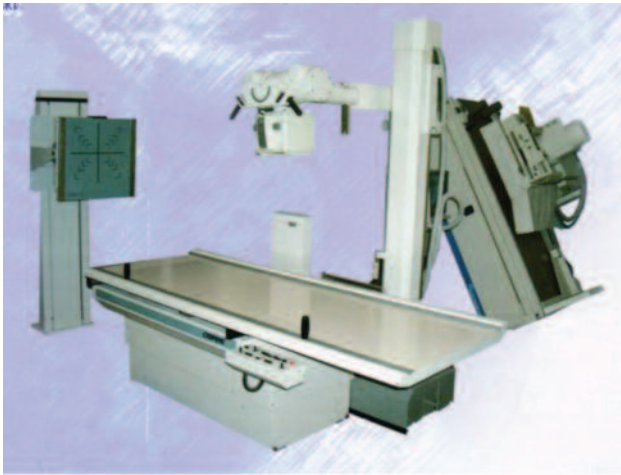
Рентгенодіагностичний комплекс на 3 робочих місця
